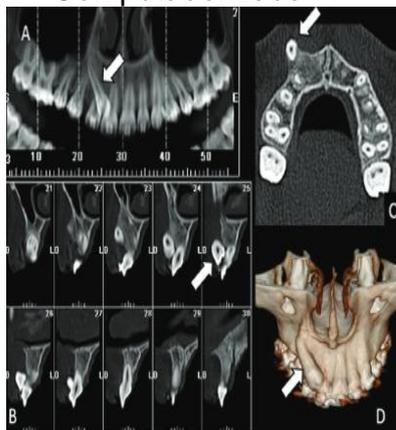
Imagens de Tomografia Computadorizada B
